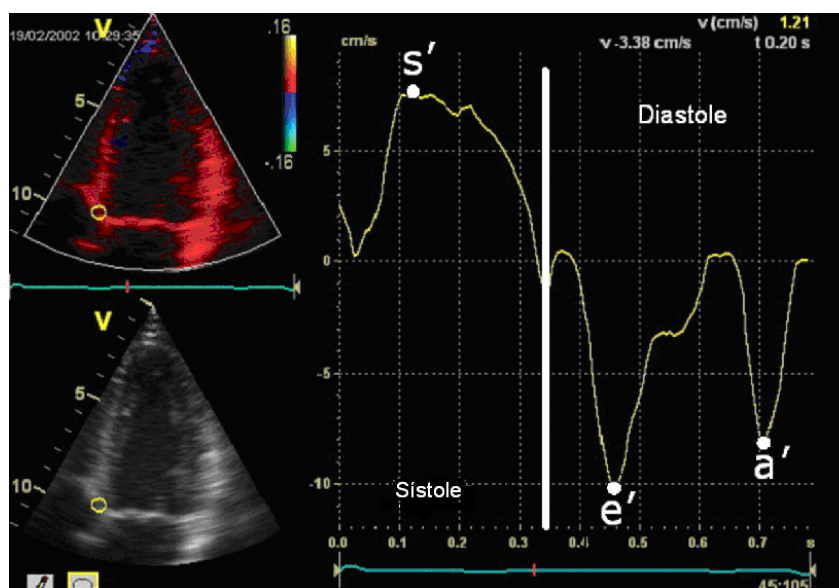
Medidas das velocidades sistólica e diastólicas pelo Doppler tecidual obtidas no segmento basal do septo interventricular.
